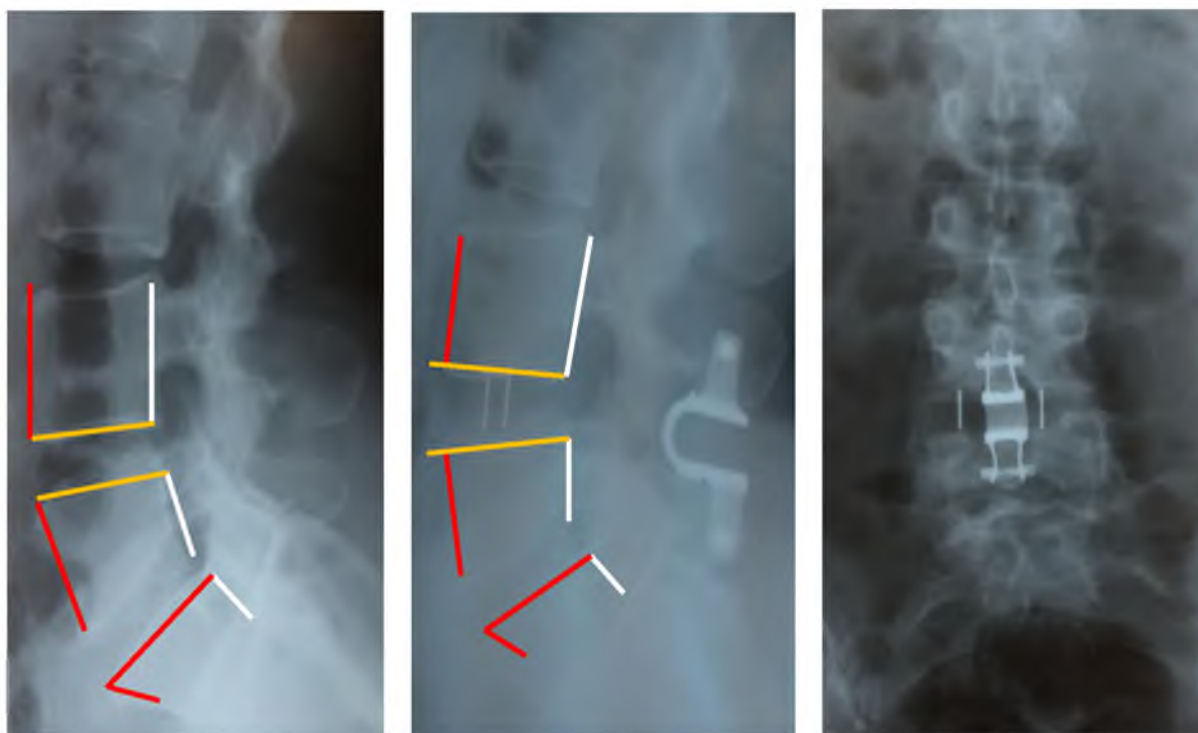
Рентгенограммы пациентки П. до и после хирургического лечения дегенеративного спондилолистеза L_v (линейное смещение 8 мм.) с применением межтелового спондилодеза и ригидной межкостистой фиксации
